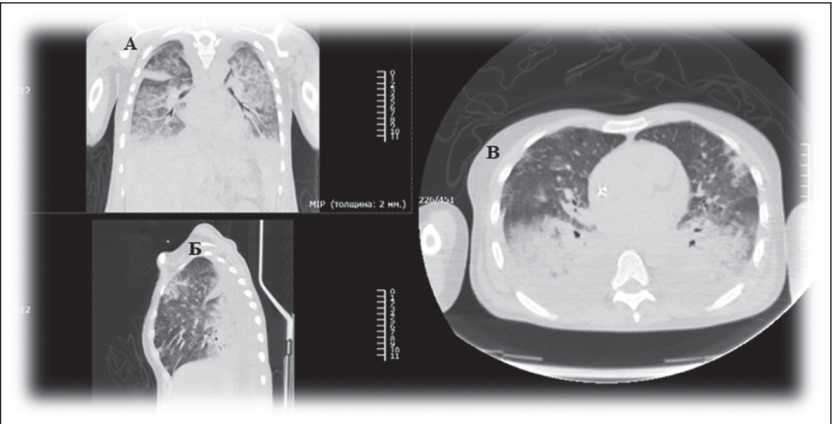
МСКТ-признаки выраженного снижения пневматизации легких за счет интерстициальной инфильтрации легочной паренхимы на фоне двустороннего гидроторакса. А – фокусы уплотнения по типу матового стекла, Б – уровень жидкости в плевральной полости, В – фокусы уплотнения по типу матового стекла со сливанием в консолидацию, уровень жидкости в плевральных полостях.
